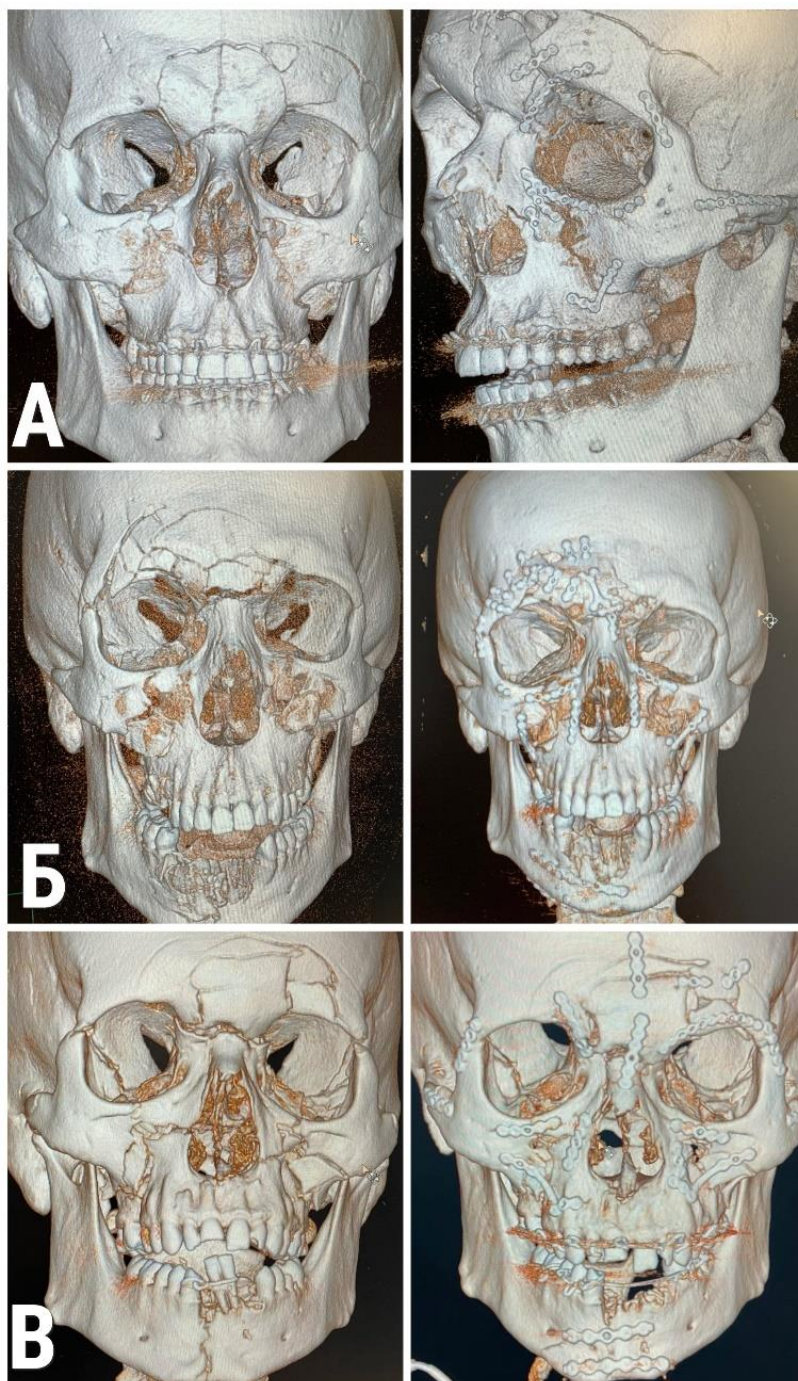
3D-реконструкція томографічних зображень пацієнтів у трьох групах дослідження до та після проведення хірургічного лікування. А – Gr1. Пацієнт Т., 43 роки. Діагноз: Травматичний ПВЩ за Le Fort IV зі зміщенням. Стан після остеосинтезу контрфорсів титановою пластиною, фіксація уламків у анатомічно правильному положенні, без утворення дефектів. Б – Gr.2. Пацієнт Г., 29 років. Діагноз: Травматичний ПВЩ за Le Fort IV зі зміщенням. Стан після остеосинтезу, відновлення дефектів вертикальних контрфорсів титановими пластинами. В – Пацієнт О., 45 років. Діагноз: Травматичний ПВЩ за Le Fort IV зі зміщенням. Стан після остеосинтезу, відновлення дефектів вертикальних контрфорсів кістковими аутогрантатами та титановими пластинами.
